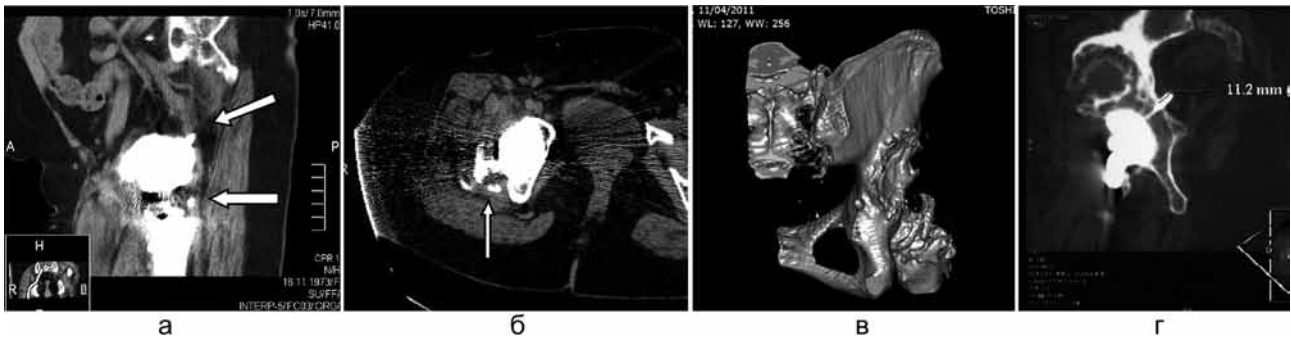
Компьютерные томограммы больной А., 38 лет, после эндопротезирования правого тазобедренного сустава: а – MPR в криволинейной плоскости, соответствующей ходу седалищного нерва (стрелки указывают на возможные уровни компрессии седалищного нерва); б – аксиальная томограмма на уровне компрессии седалищного нерва остеофитом заднего края вертлужной впадины; в, г – VRT и MPR изображения демонстрируют положение выступающего шурупа
